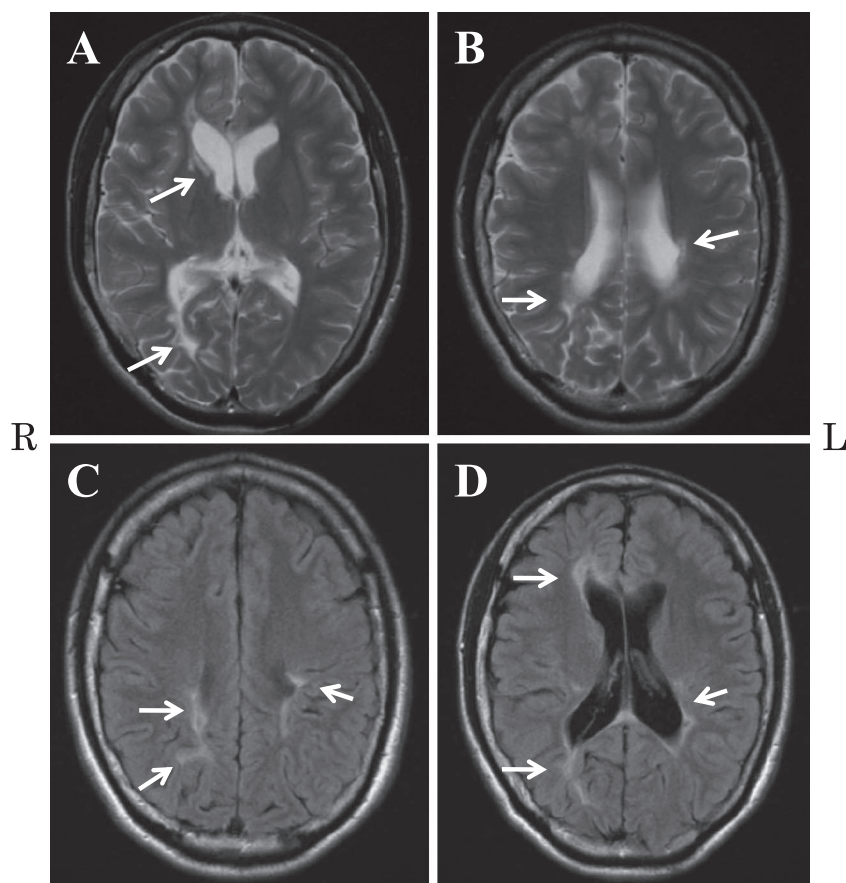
Brain MRI performed 4 months before the onset of cerebral venous sinus thrombosis. Multiple lesions, suggesting demyelinating plaques, were detected in the periventricular regions and subcortical white matter. Arrows indicate demyelinating plaques. A, B: Axial T_2 weighted images (1.5 T, TR 3,800 ms, TE 90 ms), C, D: Axial FLAIR images (1.5 T, TR 9,000 ms, TE 87 ms).
